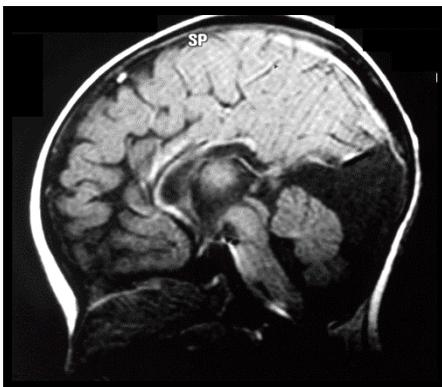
МРТ головного мозга новорожденного ребенка с синдромом Денди-Уокера: Кистоподобное увеличение IV желудочка, истончение вещества мозжечка, агенезия его червя.
